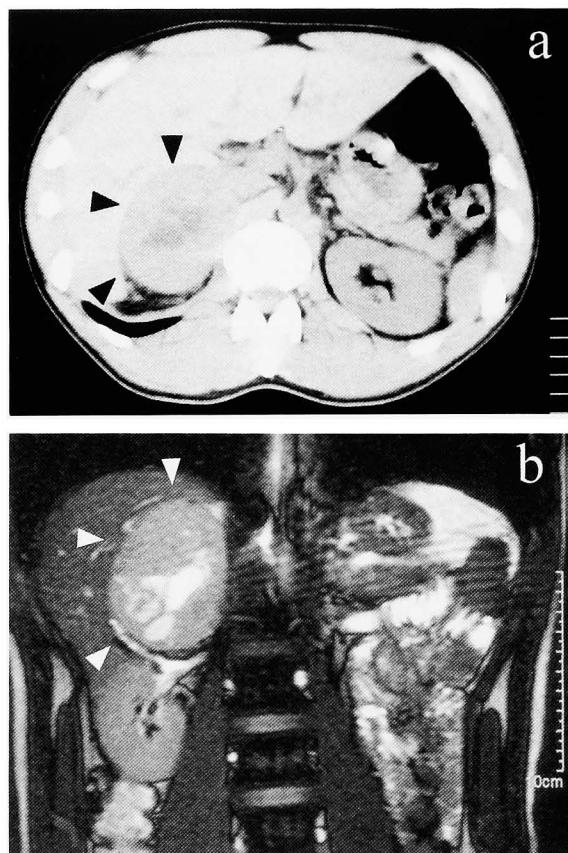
Abdominal plain CT and MRI (T1 weighted) revealed a solid tumor of the right adrenal gland (7.5×5×7 cm) (arrow).
